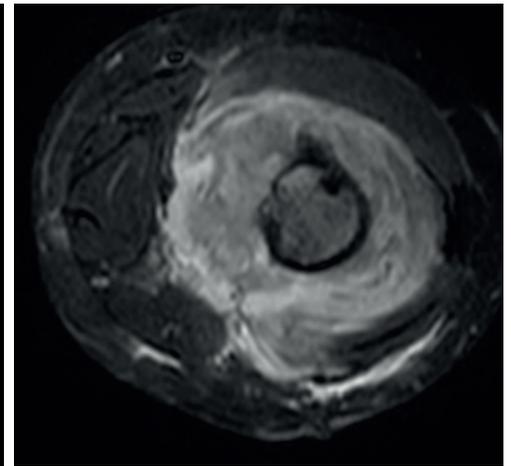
a/b: MRT axial (STIR) und coronar (T1 nativ). Eindeutig abgrenzbarer Tumor mit langstreckiger Markraumausbildung sowie gut zur Darstellung kommende extraossäre Tumorkomponente in der axialen Schichtung.
